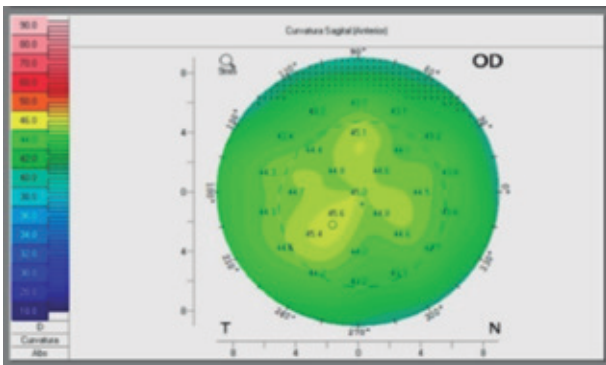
Tomografia corneana de OD evidenciando um astigmatismo irregular.
